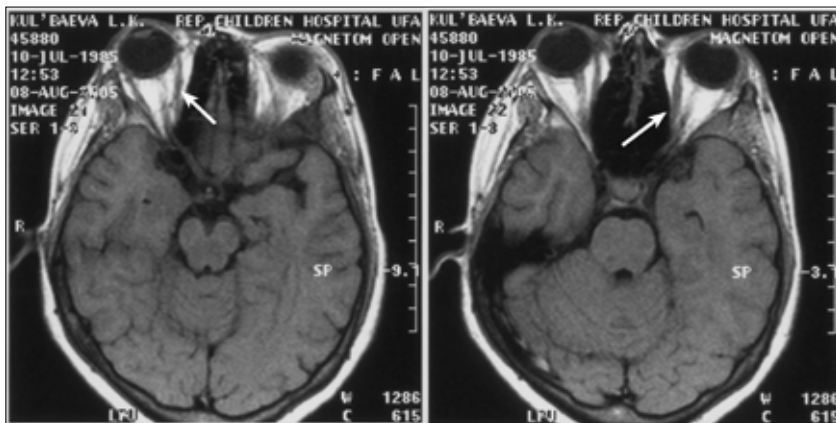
Пациентка К., 20 лет. МРТ-изображение
